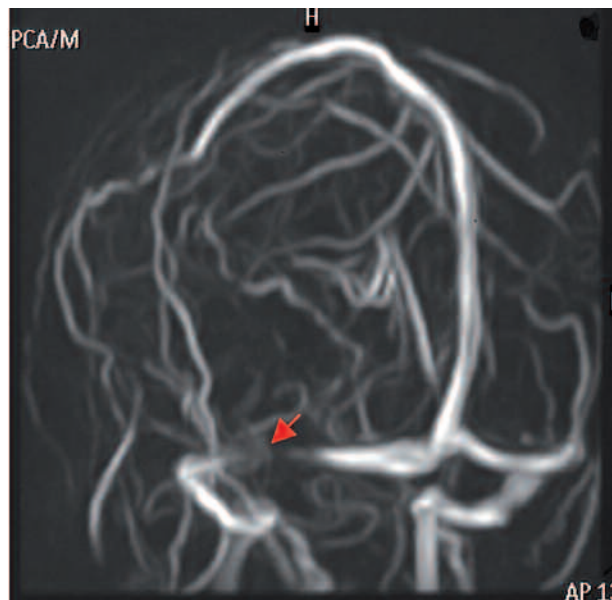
Fleborresonancia en la que se visualiza marcada con una flecha roja una estenosis del seno transversal derecho.
